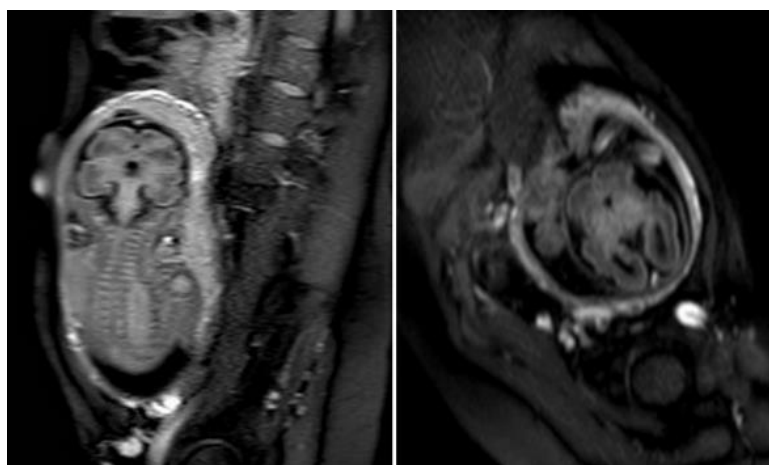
immagini ottenute da sequenze FLAIR SSH SPIR.
